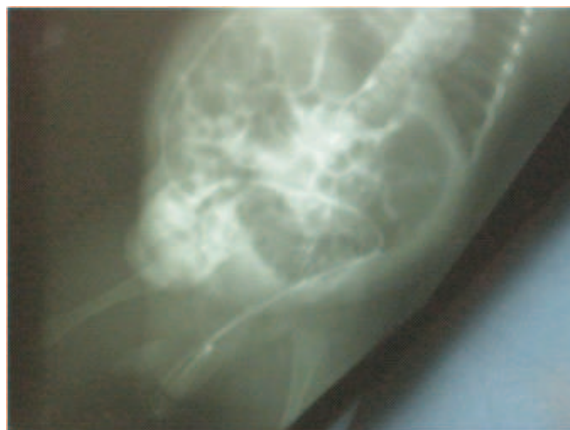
Radiographie de l'abdomen sans préparation en position verticale et en incidence oblique, montrant le cathéter péritonéal en position intra-scrotale.
